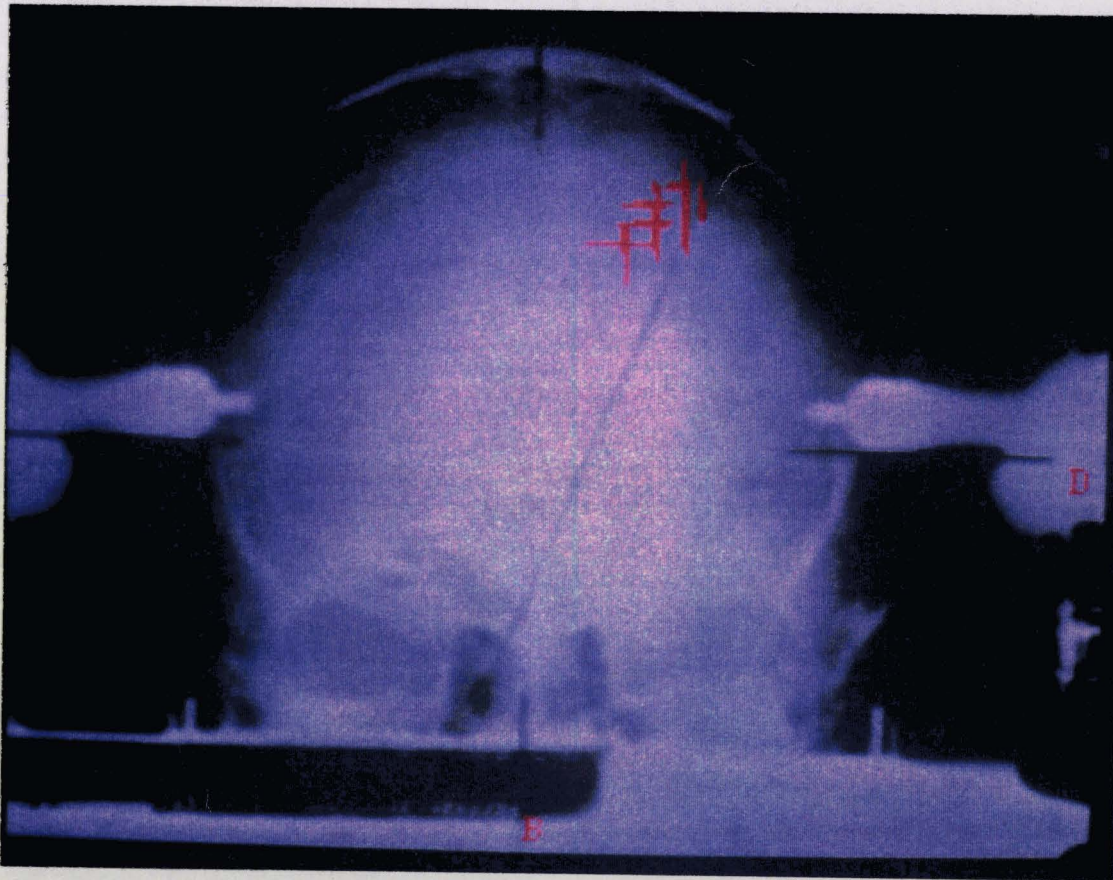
Projection des contours d'une lésion sur une stéréoradiographie de face
